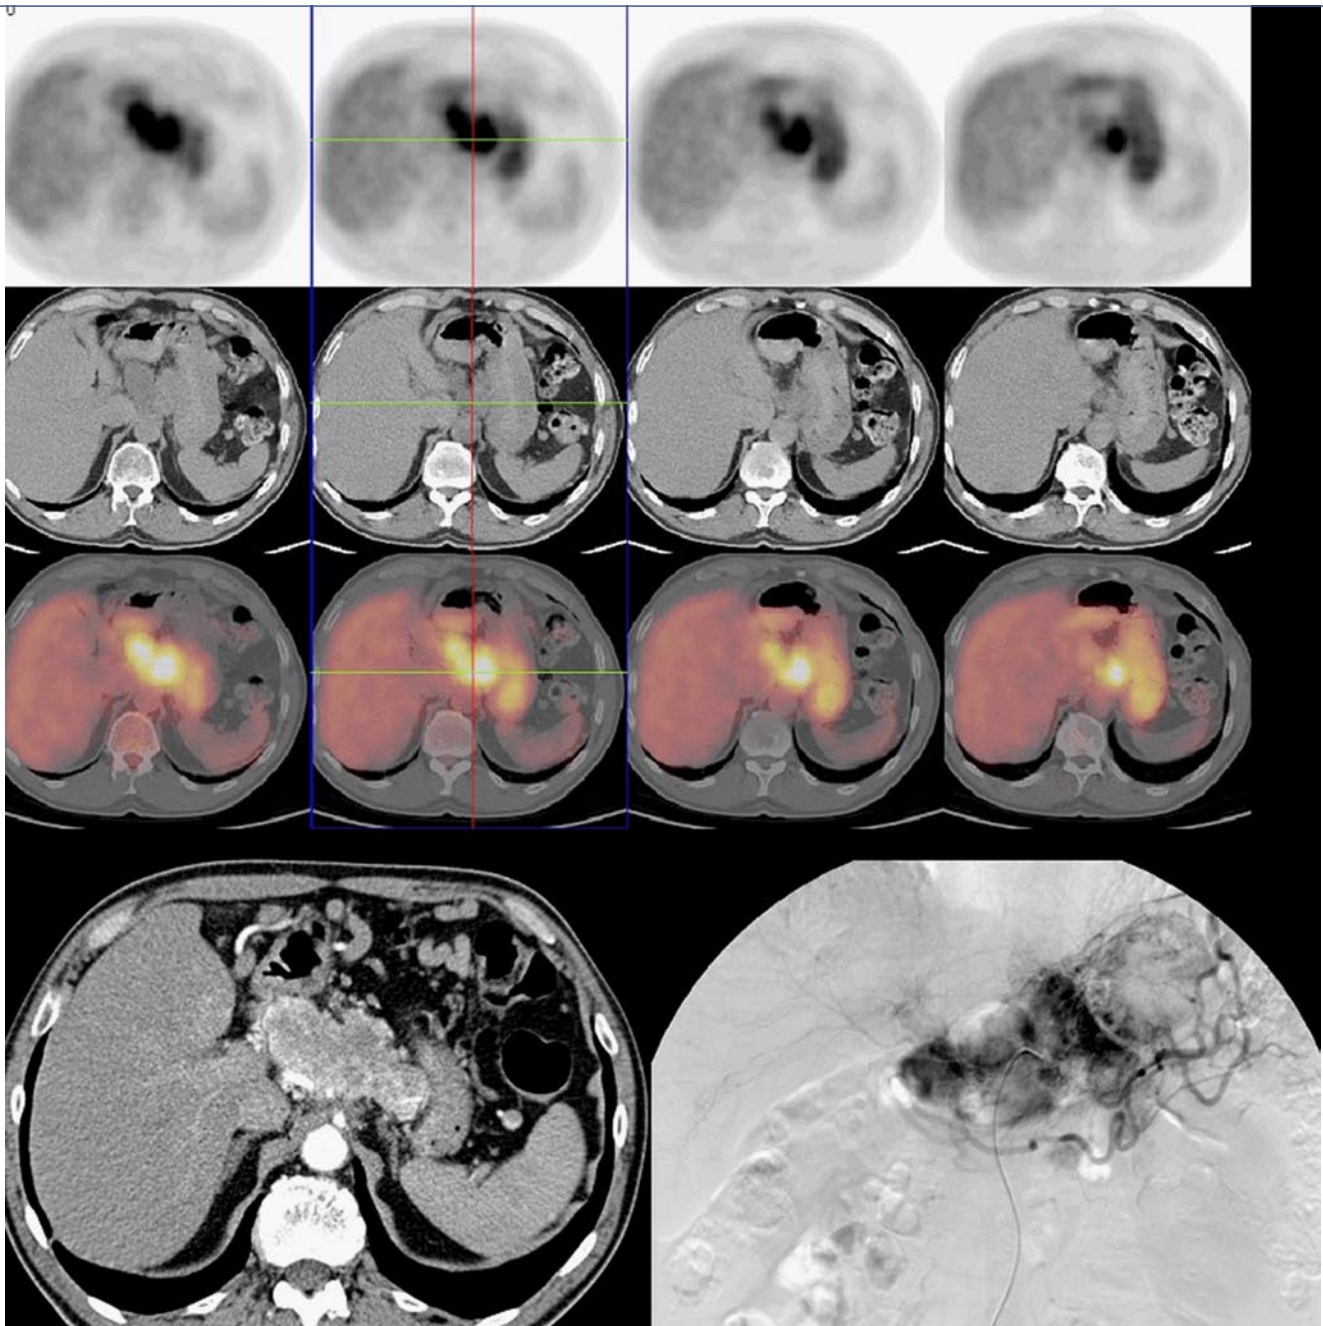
▲ Intraarterielle Radiorezeptortherapie eines inoperablen neuroendokrinen Karzinoms im Bereich der Duodenalwurzel: Hypermetabolismus im FDG-PET/CT (oben), deutliche Hyperperfusion im CT mit Kontrastmittel (links unten) und ausgeprägte Hypervaskularisierung des Tumors in der Angiographie (rechts unten) vor intraarterieller Applikation des ^{90}Y trium-markierten Sandostatinanalogs DOTA-TATE
